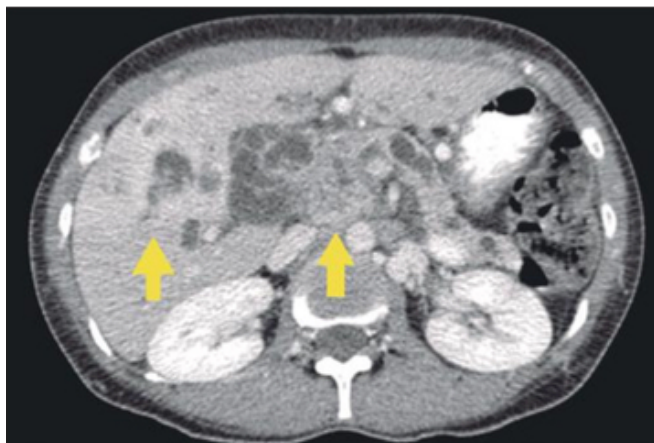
TC abdominal: masa de cabeza pancreática de 34x33 mm, sugerente de neoplasia. Hepatomegalia con probables metástasis.
